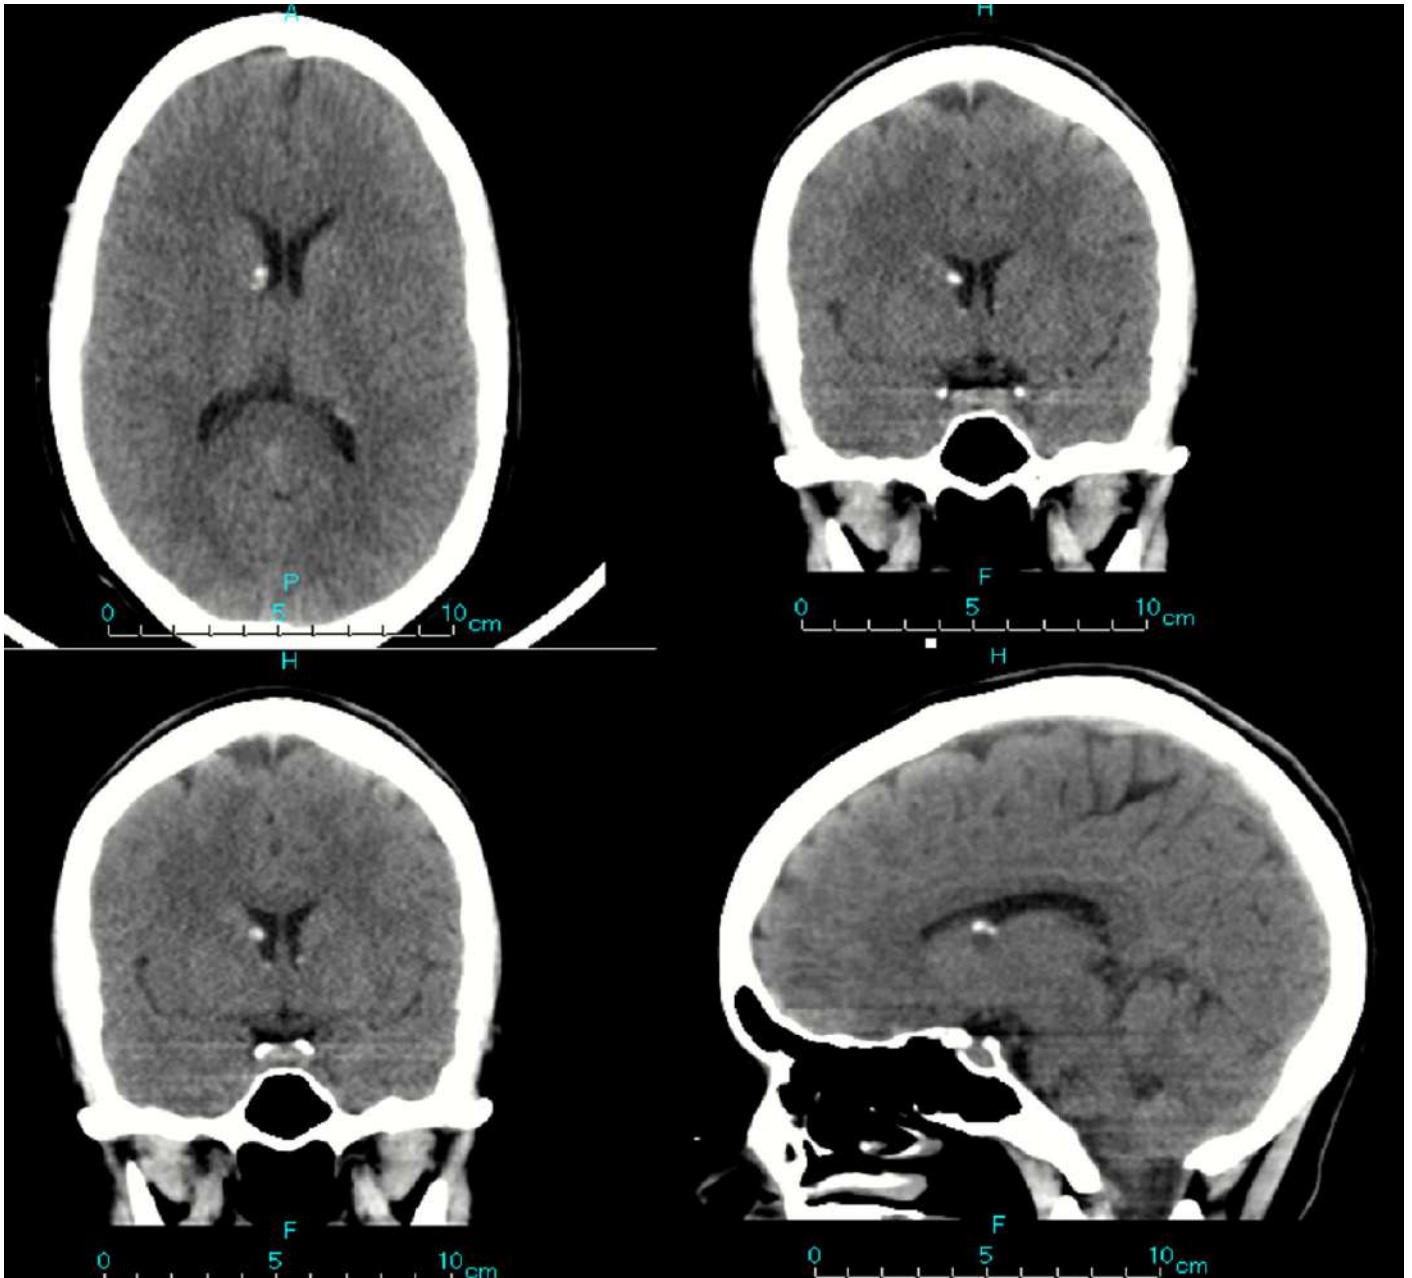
Imágenes axiales de tomografía computarizada sin contraste, que muestran varios nódulos subependimarios calcificados, que es la característica más ampliamente reconocida de la esclerosis tuberosa y se hallan presentes en la mayoría de los casos
